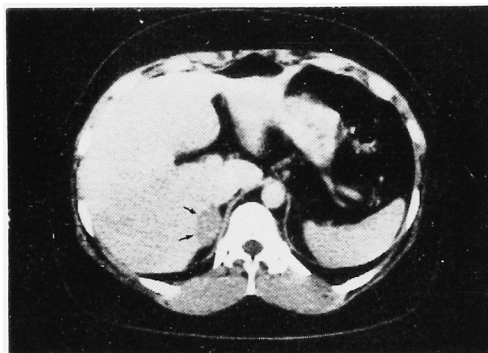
CT scan showing a homogeneous tumor at the right adrenal gland (arrow).
